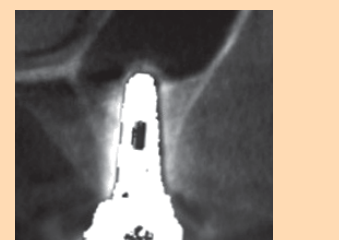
上部構造装着後CT画像。上顎洞底は大きく挙上されている。
